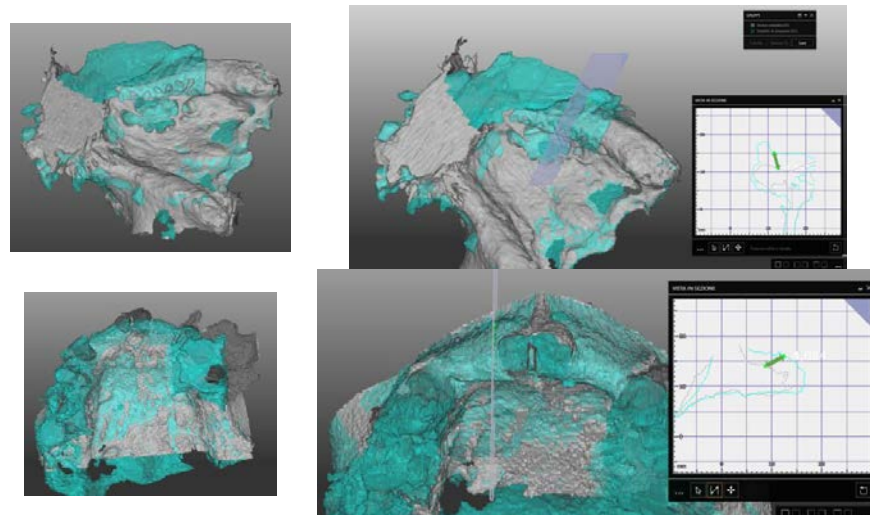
Segmentation of Dicom file and (T0–T1) CBCT superimposition to evaluate horizontal, vertical and bone volume gains for upper jaw case.
